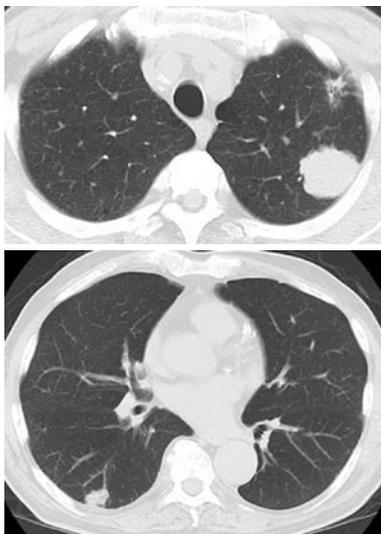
胸部単純CT. 左肺に2つ、右肺に1つの結節影を認めた。
